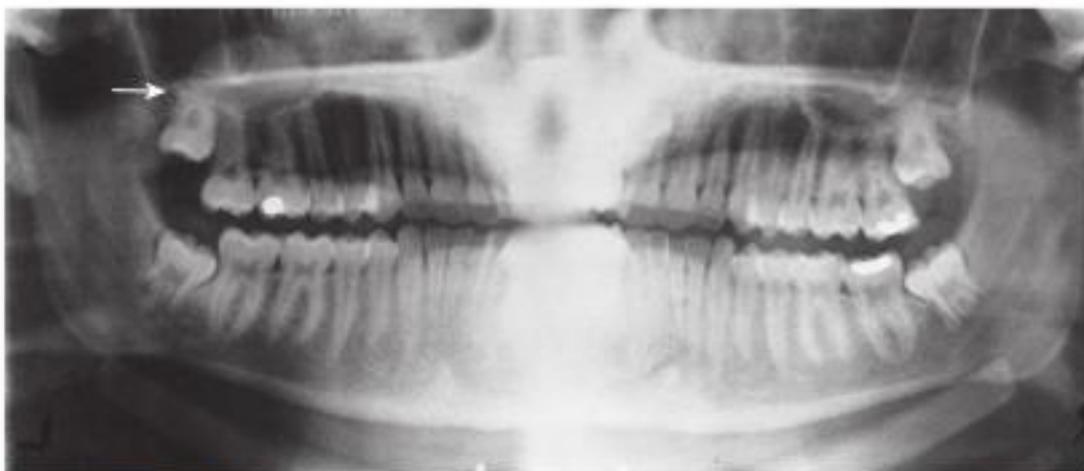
Radiografía panorámica que muestra el fenómeno de retención de moco en el suelo del seno maxilar derecho (flecha).
